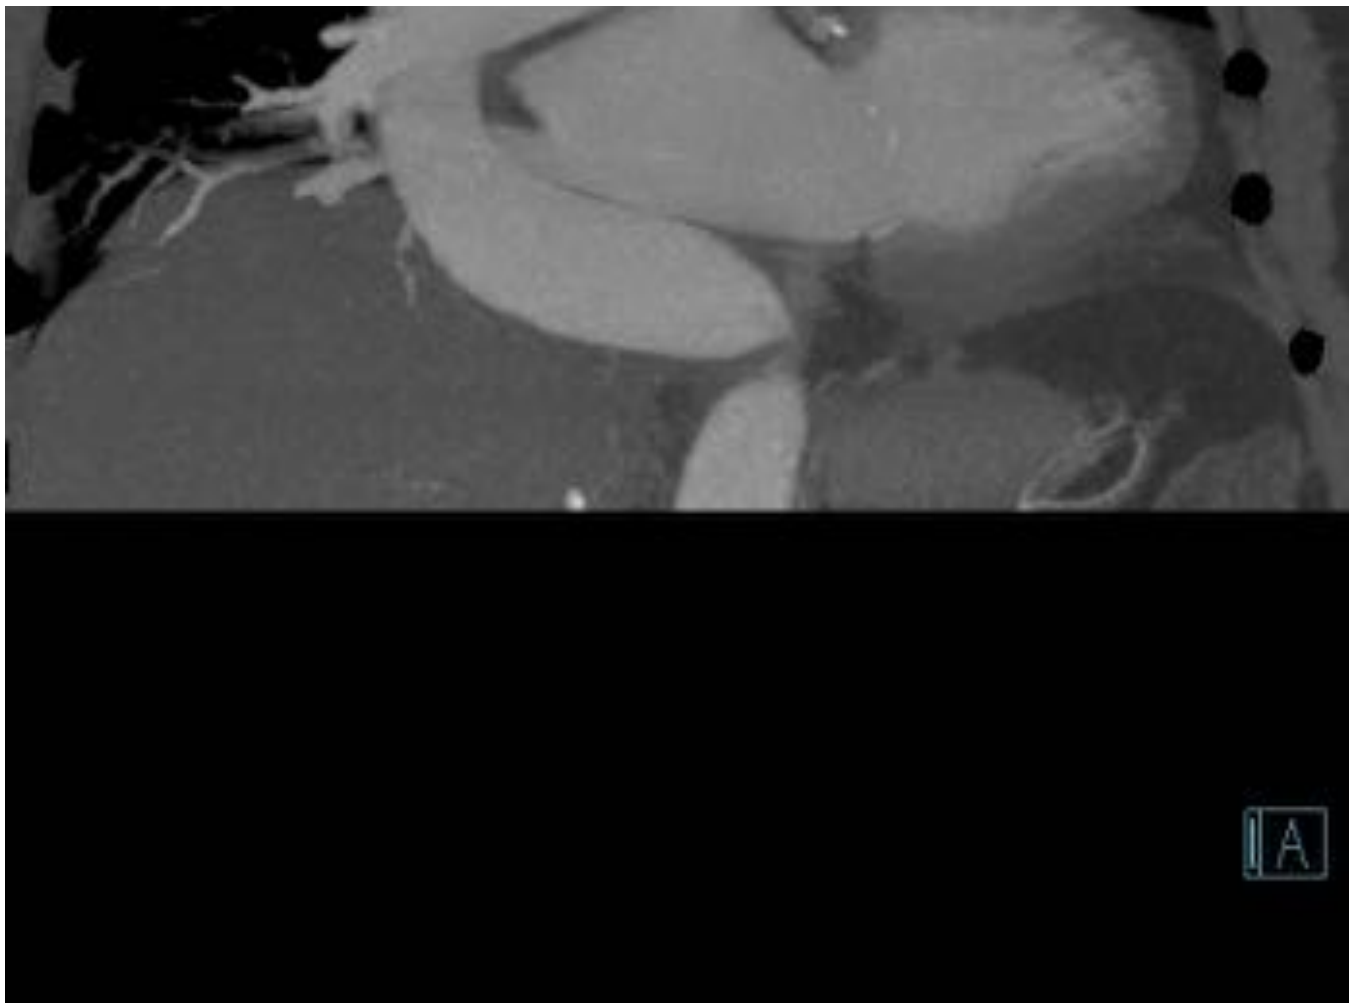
Fig-2. Reconstrucción coronal MIP de TC de tórax con contraste intravenoso que muestra un arco aórtico derecho y arteria subclavia izquierda con dilatación en su origen compatible con divertículo de Kommerell.
